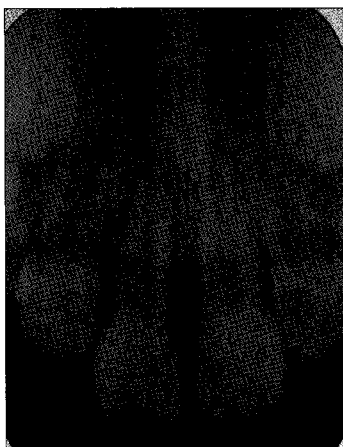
Intraoral radiograph canal filling 4 month after trauma.
